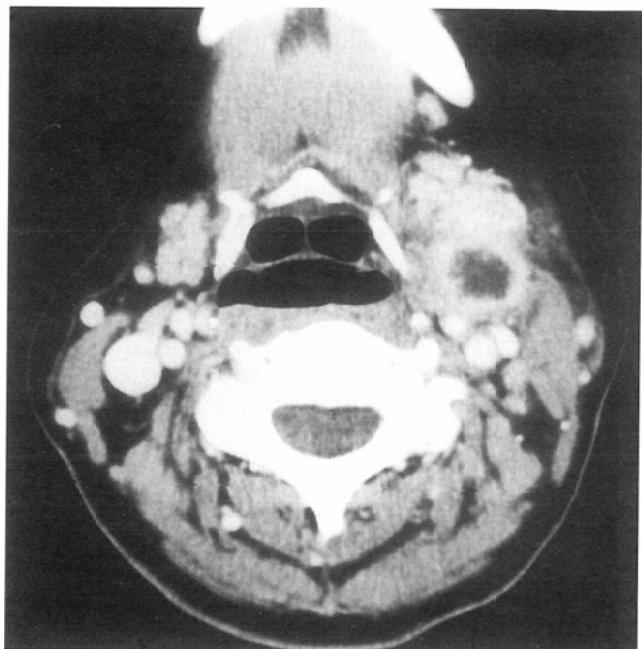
CT demonstrates an ill-defined tumor on the left neck. The applicators were implanted but not irradiated in this region.
